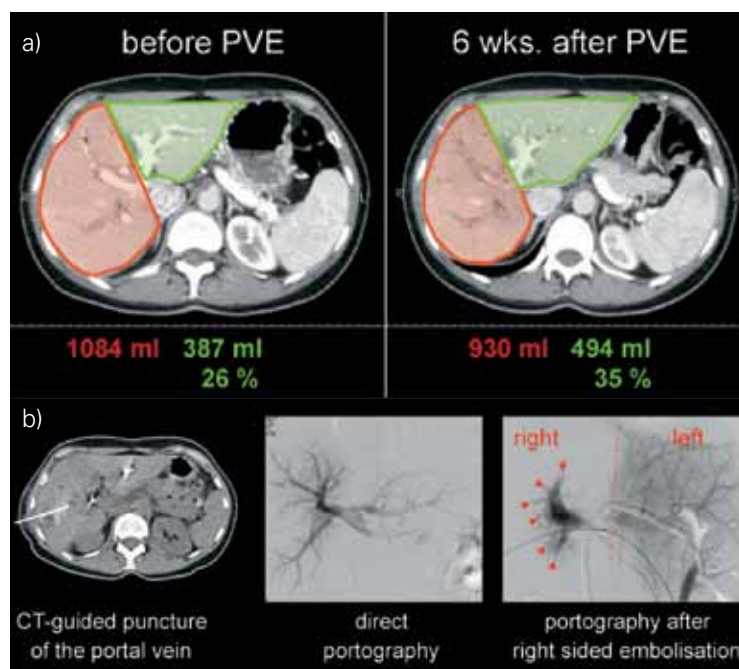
Метод эмболизации портальной вены: а – волуметрия БОП (зеленый) до и после эмболизации портальной вены; б – КТ-контролируемая пункция воротной вены и эмболизация правой доли до прекращения перфузии на периферии.
